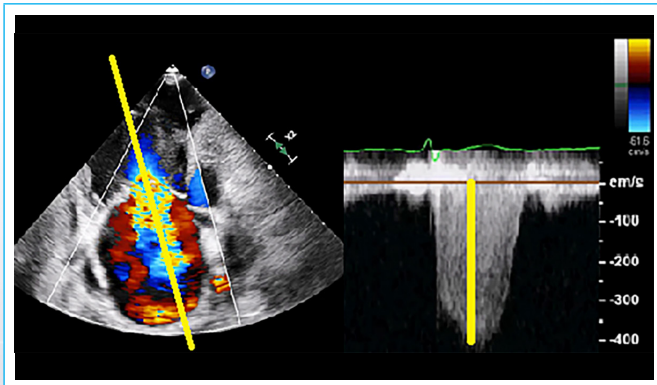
La VRT debe medirse mediante una correcta alineación del jet de la IT, para lo que es muy útil el doppler color.
